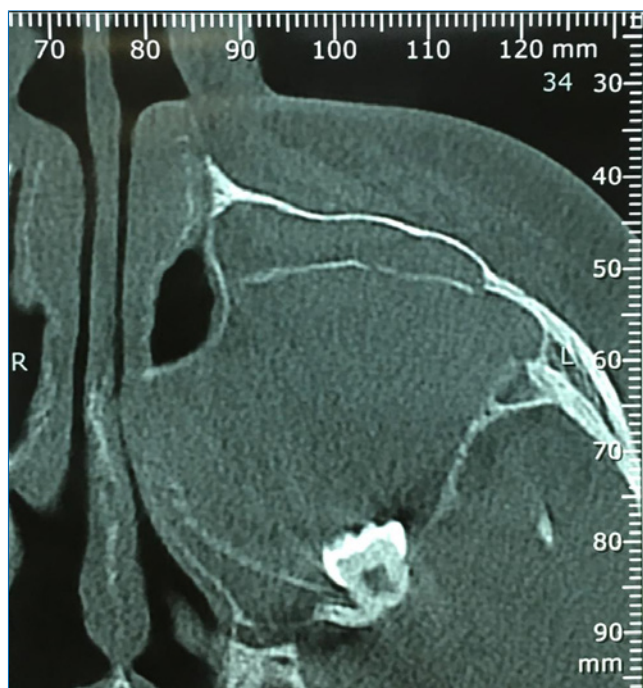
Corte axial da tomografia computadorizada de feixe cônico, indicando o envolvimento da lesão com o dente e estruturas próximas.
